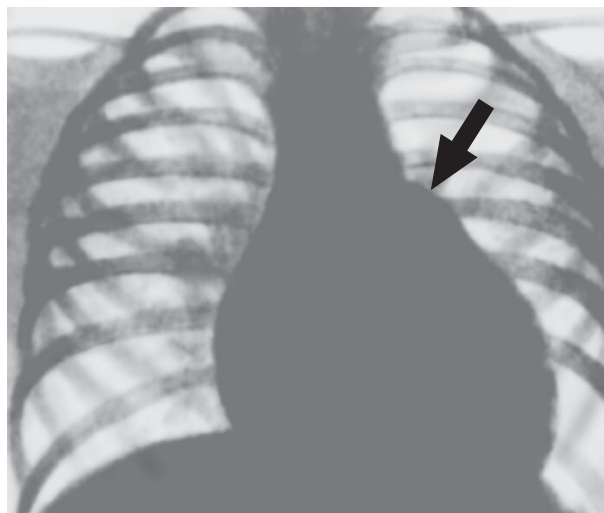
Рентгенограма органів грудної клітки при дефекті міжшлуночкової перегородки
